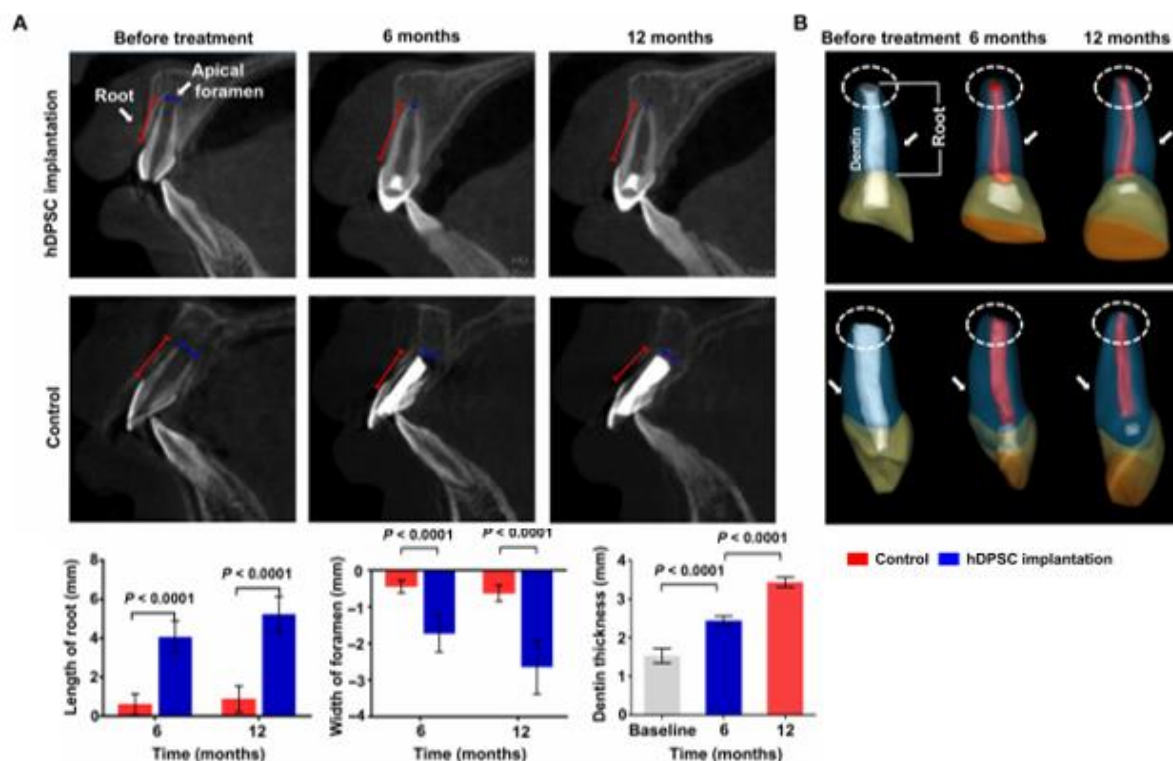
Régénération pulpaire des incisives de patients après implantation de SHEDs. (A) Images CBCT représentatives des dents incisives implantées à 6 et 12 mois après le traitement. La longueur de la racine (ligne rouge) a augmenté à 6 et 12 mois. Le foramen apical (ligne bleue) a été fermé 12 mois après l'implantation. (B) Images 3D représentatives d'une incisive humaine permanente immature traumatisée avant et après l'implantation. Les graphiques représentent la longueur de la racine, la largeur du foramen apical et l'épaisseur des parois dentinaires à 6 et 12 mois. Le groupe control est le groupe ayant reçu l'apexification. (10)
